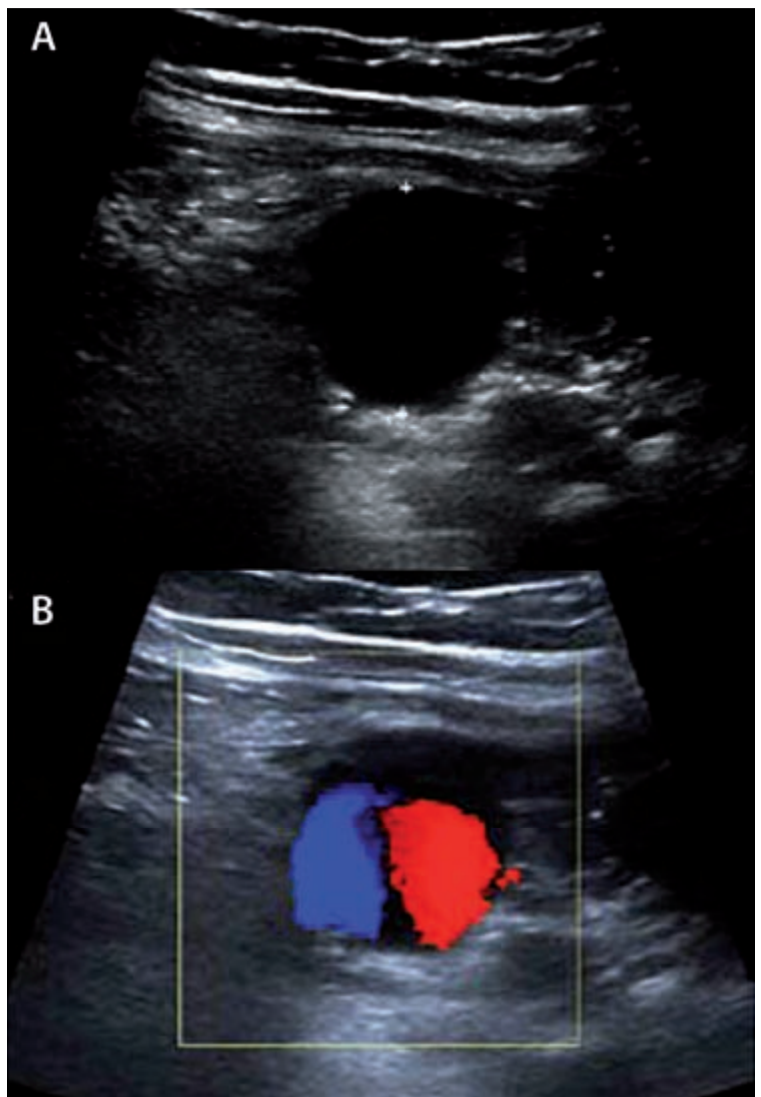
A. Imagen hipoecoica redondeada. B. El Doppler revela el signo del yin-yan.
